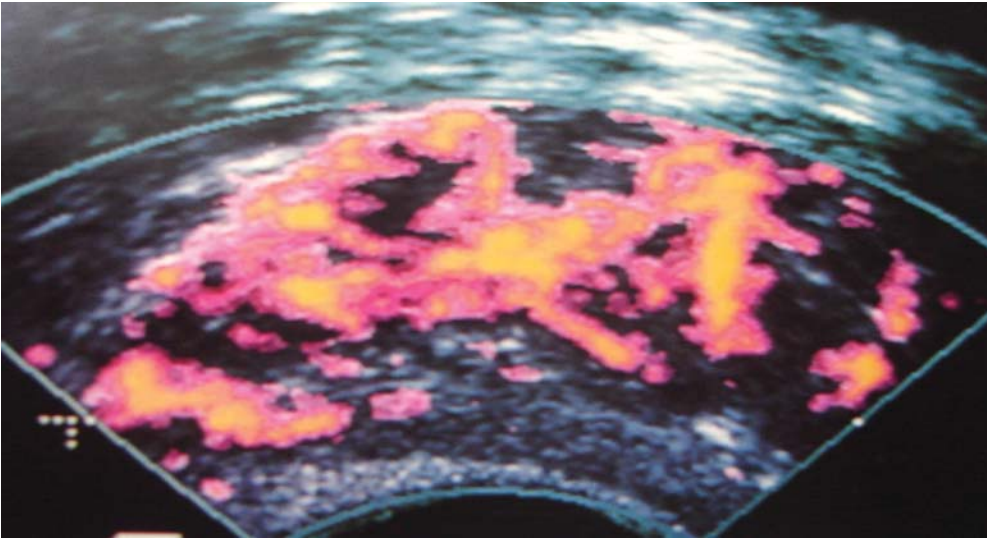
Imagen Doppler Power, que muestra aumento de la vascularidad del tejido prostático, en relación a prostatitis.
